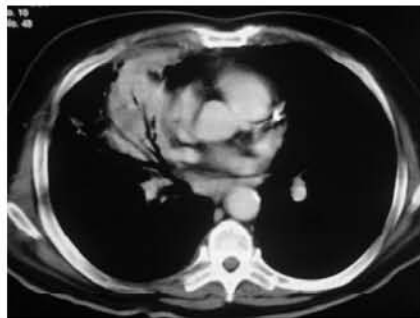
TC con ventana para mediastino que permite identificar nódulo irregular en el lóbulo superior derecho con presencia de broncograma aéreo.
